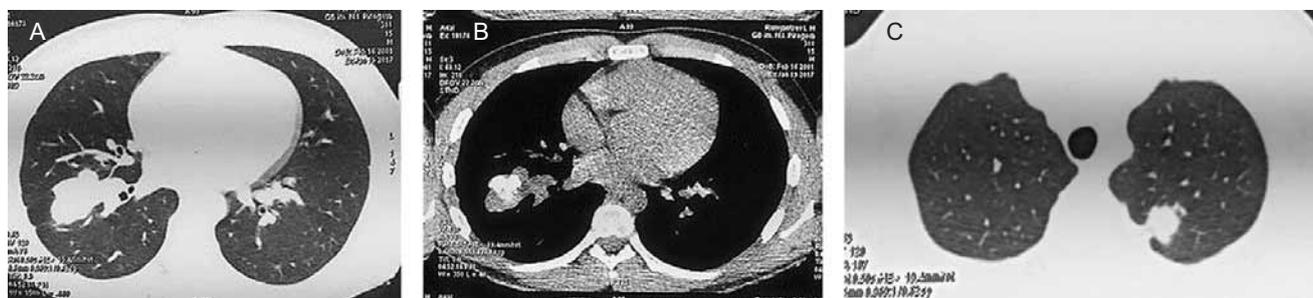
Компьютерно-томографическая картина органов грудной клетки пациента Р. – объемное образование в медиальных отделах VIII сегмента нижней доли правого легкого: А, В – форма образования округлая, неправильная, с неровными, полициклическими контурами; С – образование содержит массивное обызвествление и обтурирует VIII сегментарный бронх. В заднем субсегменте I–II сегментов верхней доли левого легкого выявляется аналогичное образование, расположенное субплеврально, с более выраженными лучистыми контурами и локальным утолщением костальной плевры
